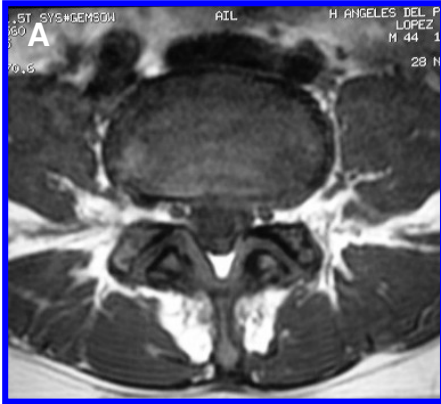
(A, B, C, D) Podemos ver en IRM en cortes axiales la degeneración del disco, así como imágenes hiperintensas en las articulaciones facetarias del lado izquierdo correspondientes a lesiones quísticas.
